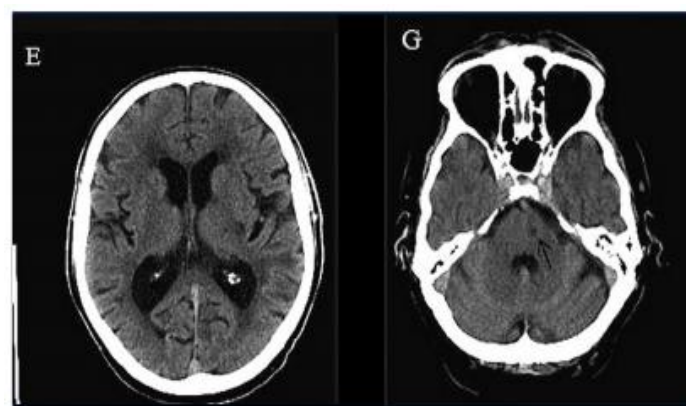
Un TDM cérébrale
